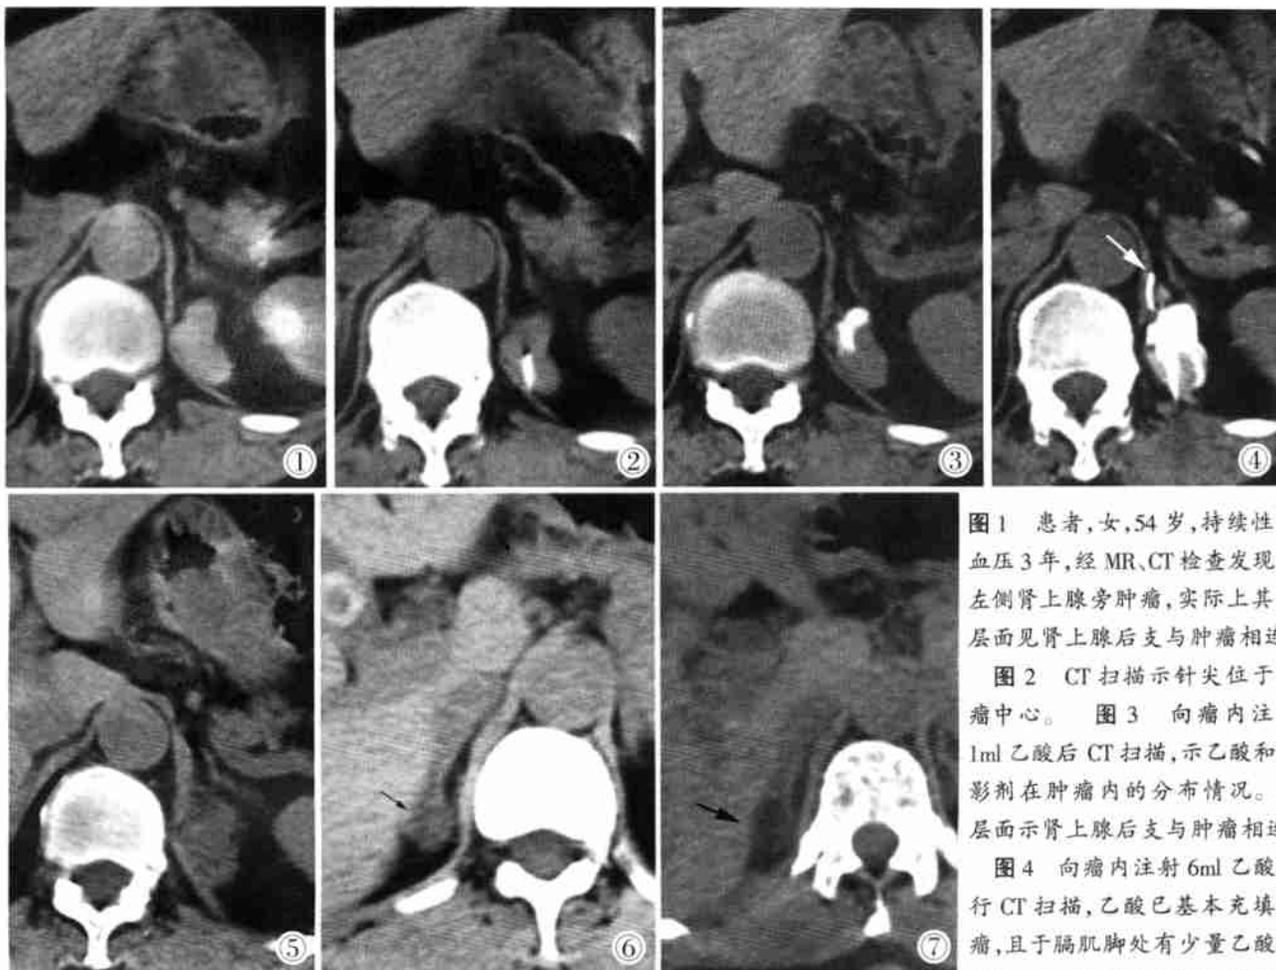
患者,女,54岁,持续性高血压3年,经MR、CT检查发现似左侧肾上腺旁肿瘤,实际上其它层面见肾上腺后支与肿瘤相连。
